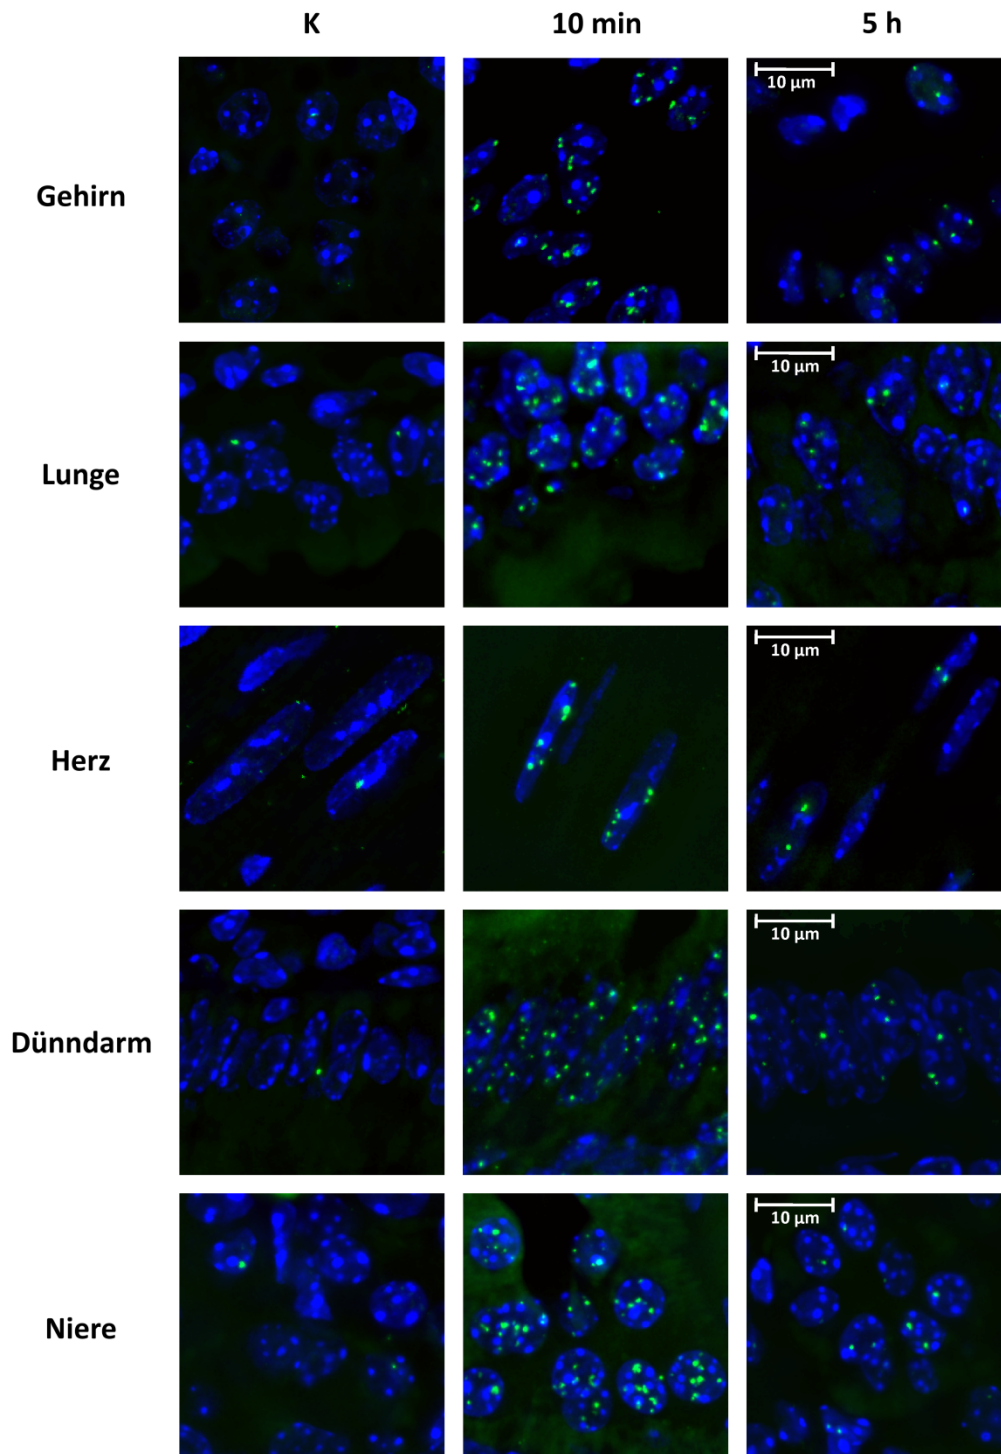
53BP1-IF-Färbung in verschiedenen murinen Gewebetypen nach 1 Gy Röntgenstrahlung *in vivo*
